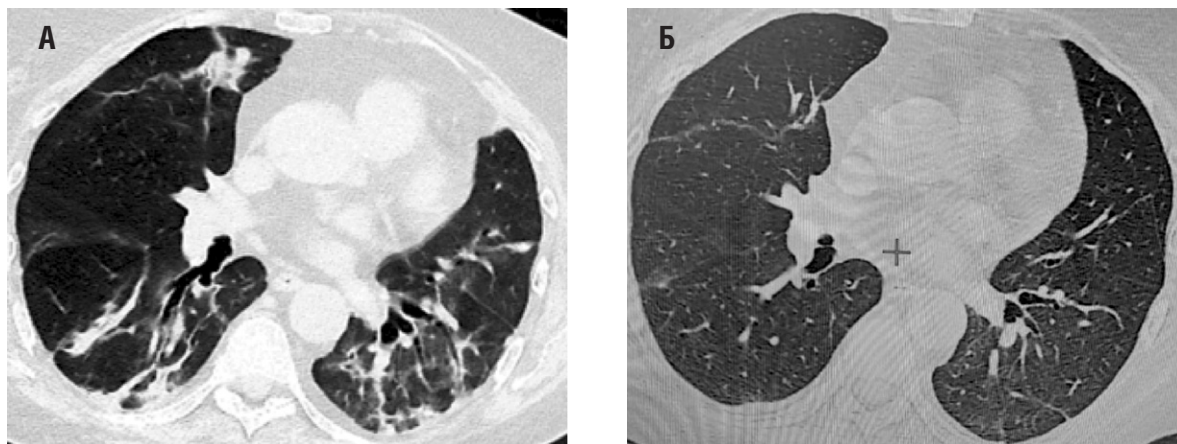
Компьютерная томография легких пациента № 16 с гранулематозом с полиангиитом и затяжным течением коронавирусной инфекции (pCOVID-19): А – третий месяц от начала COVID-19, картина многочисленных участков «матового стекла», преимущественно периферической локализации, и зон уплотнения по типу консолидации в базальных отделах легких; Б – пятый месяц от начала COVID-19 на фоне терапии Скайвирой и внутривенным человеческим иммуноглобулином, исчезновение участков «матового стекла» и зон консолидации в легких
